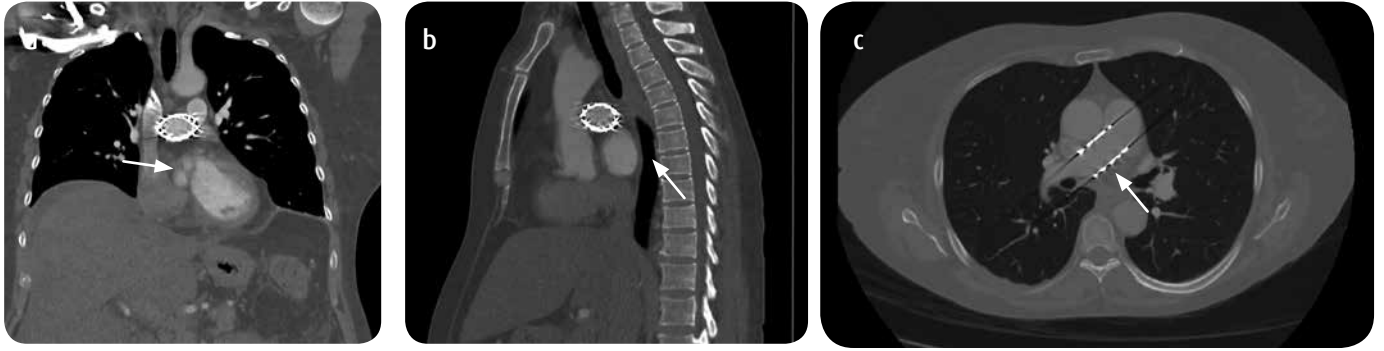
Angio-TC de tórax. Indicado inicialmente por sospecha de TEP. a-c) Se evidencia la endoprótesis embolizada en el tronco pulmonar (flecha). Adecuada alineación y aposición de la endoprótesis respecto a los vasos pulmonares.
